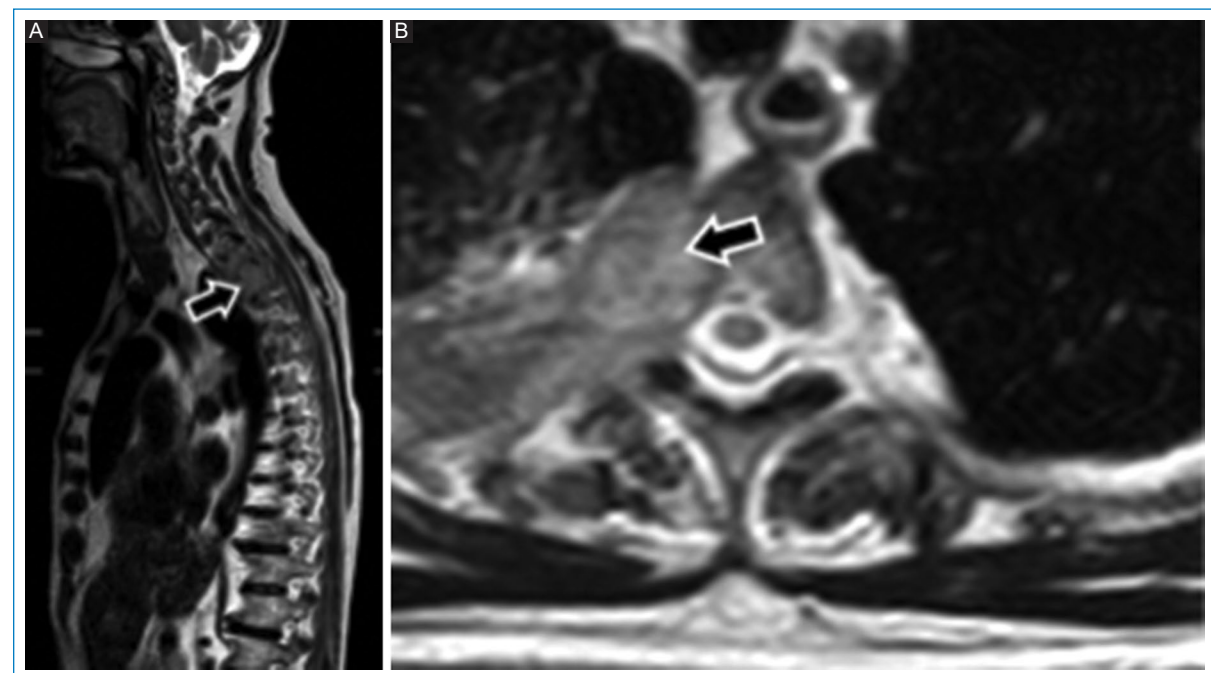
Paciente de sexo masculino de 67 años por dorsalgia. RM de columna dorsal. Secuencias ponderadas en T2, planos (A) sagital y (B) axial. Desconocía tener cáncer de pulmón infiltrando al raquis dorsal (flecha con relleno).
